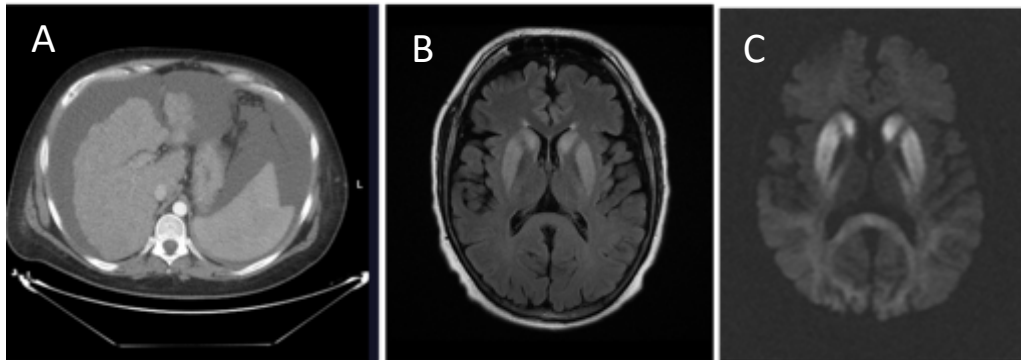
Encefalopatía hepática aguda. Paciente cirrótico con descompensación que presentó deterioro neurológico agudo. (A) TC abdominal en el que se observaba un hígado de aspecto cirrótico, con ascitis grave. (B, C) Hiperintensidad de ganglios basales y corteza frontal paramedial en secuencia T2 FLAIR (B) y DWI (C).
